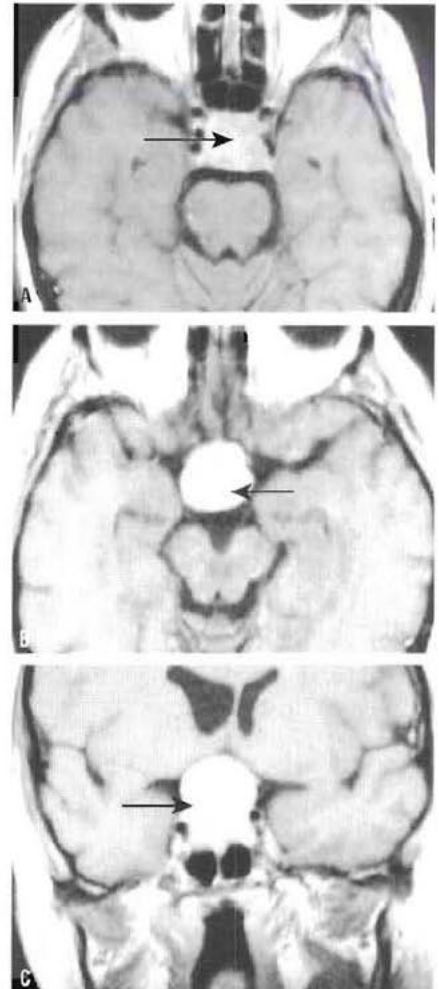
Macro-adénome hypophysaire (flèche). IRM en séquence T1 après injection intraveineuse de gadolinium, en coupes axiales (A) et (B) et coronale (C). La masse se rehausse de façon homogène après injection de gadolinium ; elle élargit la selle turcique et s'étend vers le haut pour occuper la citerne suprasellaire, où elle comprime le chiasma optique (non visible sur ces coupes).
